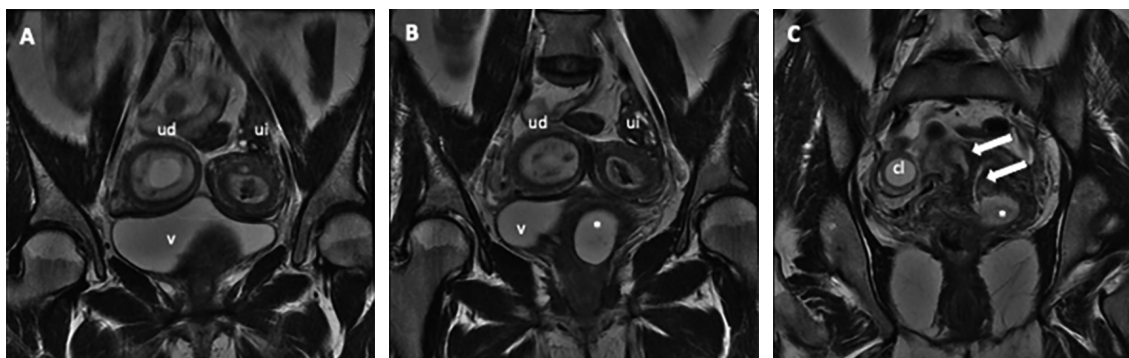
Resonancia magnética de pelvis, en corte coronal, con embarazo intrauterino en la cavidad izquierda. El útero derecho con engrosamiento endometrial, sin colecciones.
